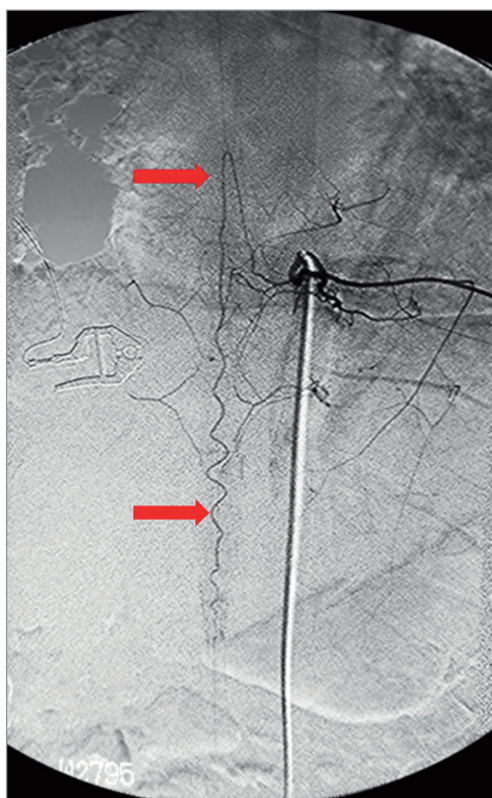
Ангиограмма анастомоза межреберно-бронхиального артериального ствола с передней радикуломедуллярной артерией на уровне Th11–Th12 (по «Атласу сравнительной рентгенохирургической анатомии», 2012 [7])
